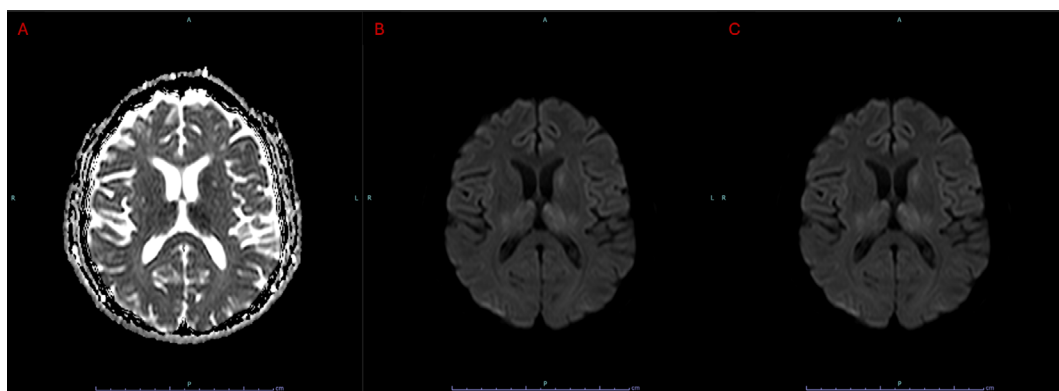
Resonancia magnética cerebral. A: Mapa ADC. Se observa hiposeñal en ambos tálamos y en el núcleo caudado izquierdo, lo que confirma restricción verdadera a la difusión, descartando efecto T2 shine-through. B: Secuencia T2-FLAIR. Secuencia de inversión que suprime el líquido cefalorraquídeo, permitiendo visualizar aumento de señal en los tálamos y el núcleo caudado izquierdo. C: Secuencia DWI (b1000). Se identifica hiperintensidad en los tálamos y el núcleo caudado izquierdo, hallazgo compatible con restricción a la difusión.
